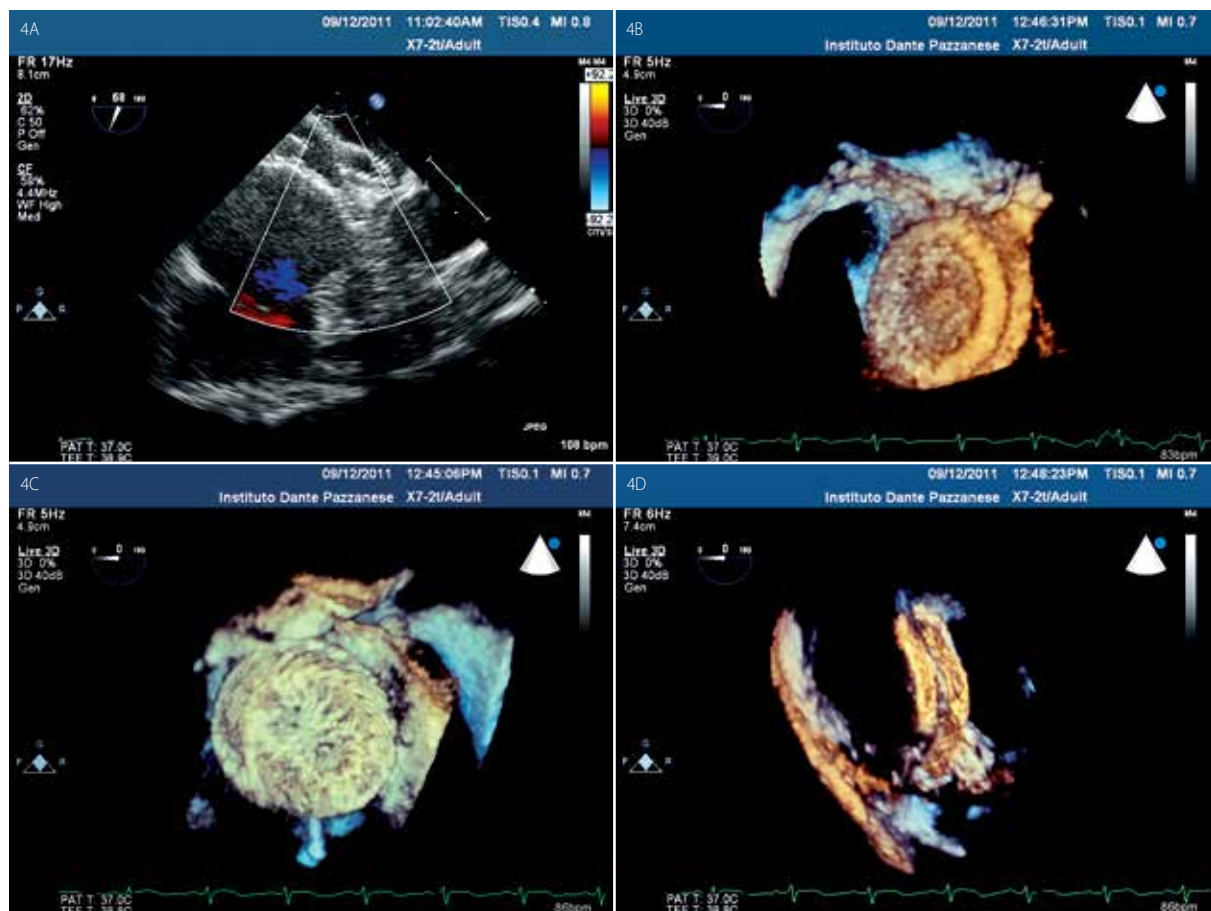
Aspecto ecocardiográfico da prótese para Comunicação Interatrial após a sua liberação. A. Prótise bem posicionada e englobando todo o septo interatrial, sem fluxo residual na análise com o Collor Doppler. B. Visão tridimensional da prótese pela perspectiva do átrio direito. C. Perspectiva do átrio esquerdo. D. Reconstrução tridimensional assegurando bom posicionamento e estabilidade do dispositivo no interior da CIA.
